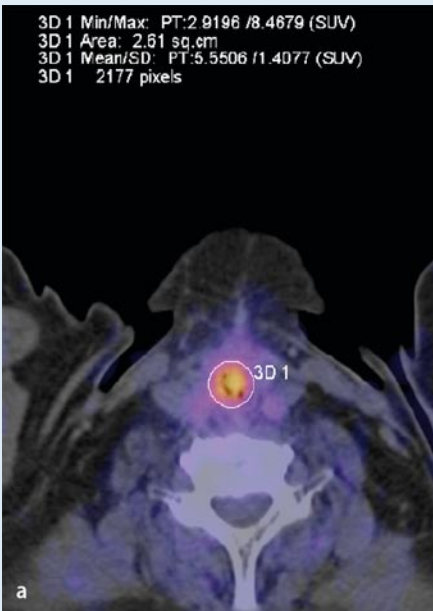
◀ Plattenepithelkarzinomrezidiv 2 Jahre nach totaler Laryngektomie und postoperativer Nachbestrahlung. Die axialen (a) und koronaren (b) PET-CT-Bilder weisen einen Herd mit hoher metabolischer Aktivität (SUV 5,6) im Neopharynx nach, der verdächtig auf ein Rezidiv ist. Eine endoskopische Biopsie bestätigte den Verdacht
